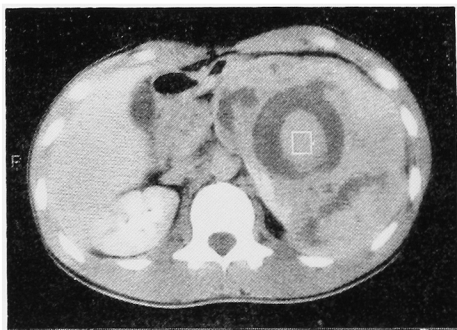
症例1のLの高さのCT像。脂肪成分を示す low density area は見られない。
